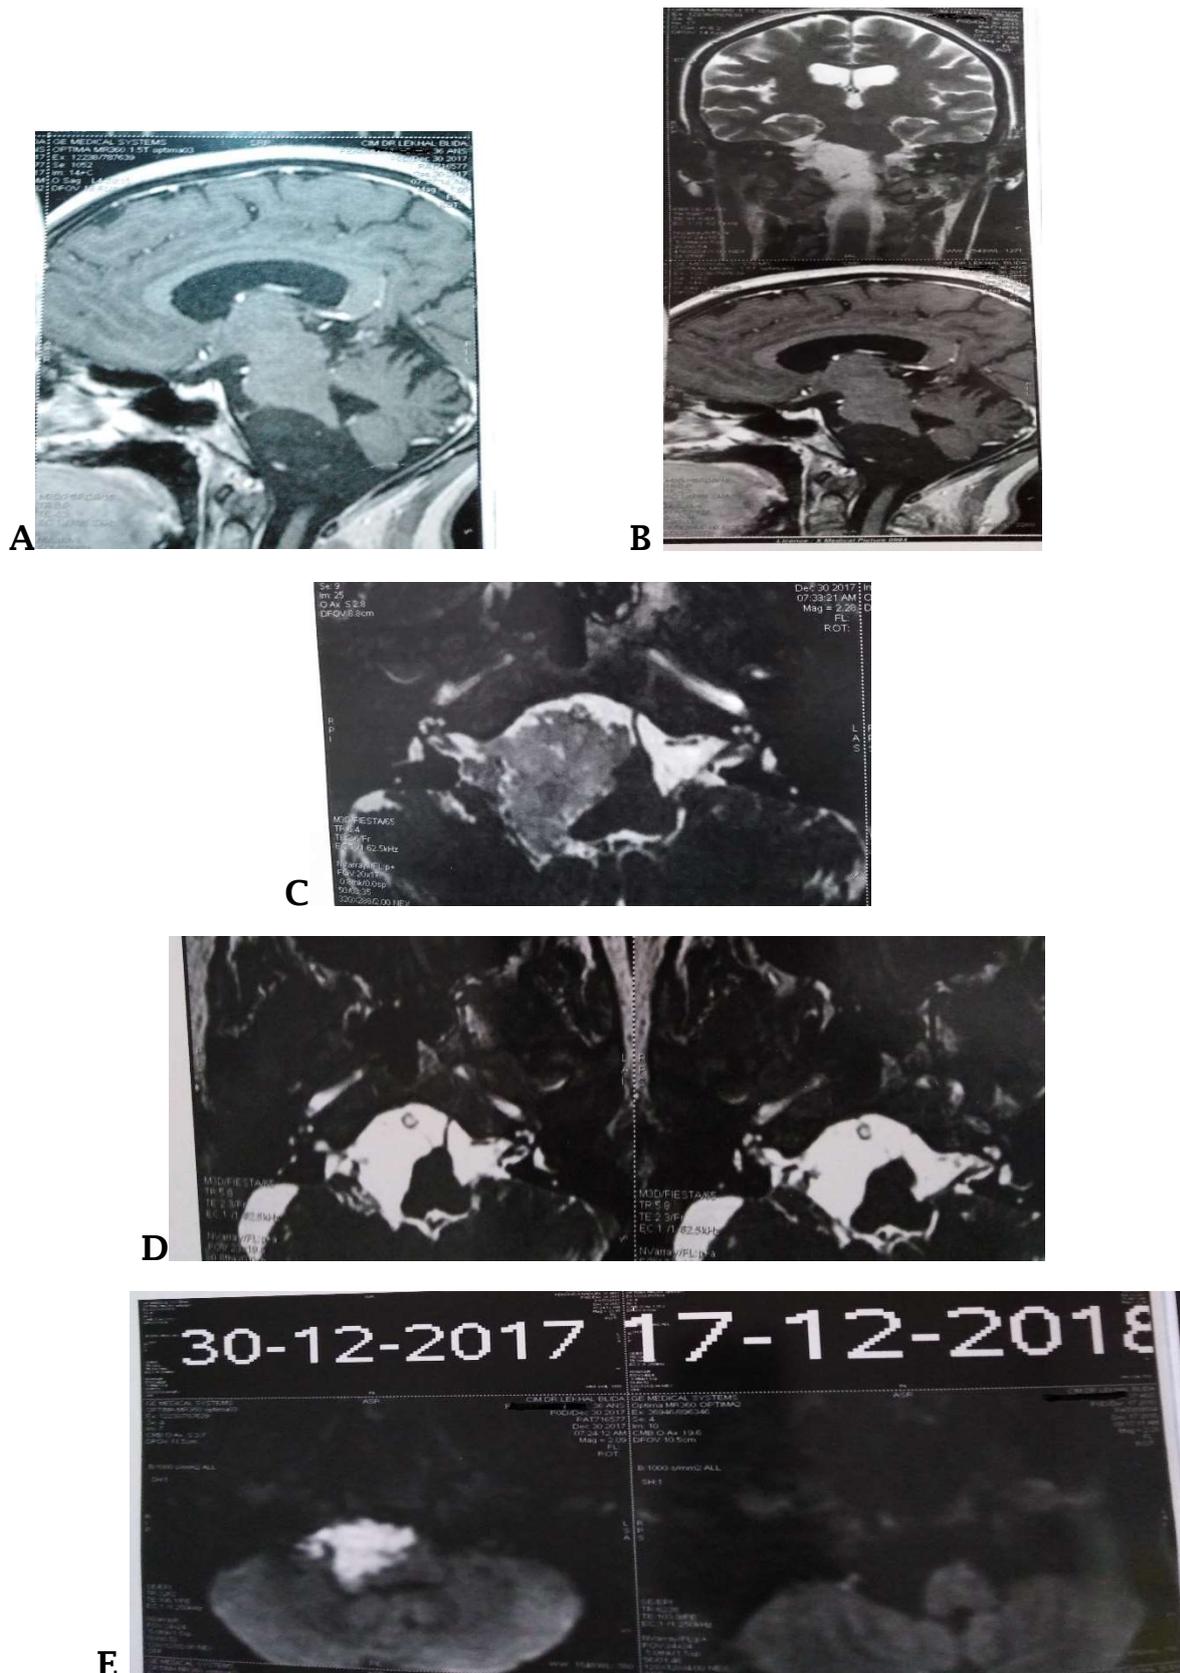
L'IRM du premier patient, images IRM préopératoires sur les vues sagittales T1 (A, B) et axiales T2 (C) et les vues axiales T2 postopératoires (D). Les vues axiales de diffusion sont comparées sur l'image E.
